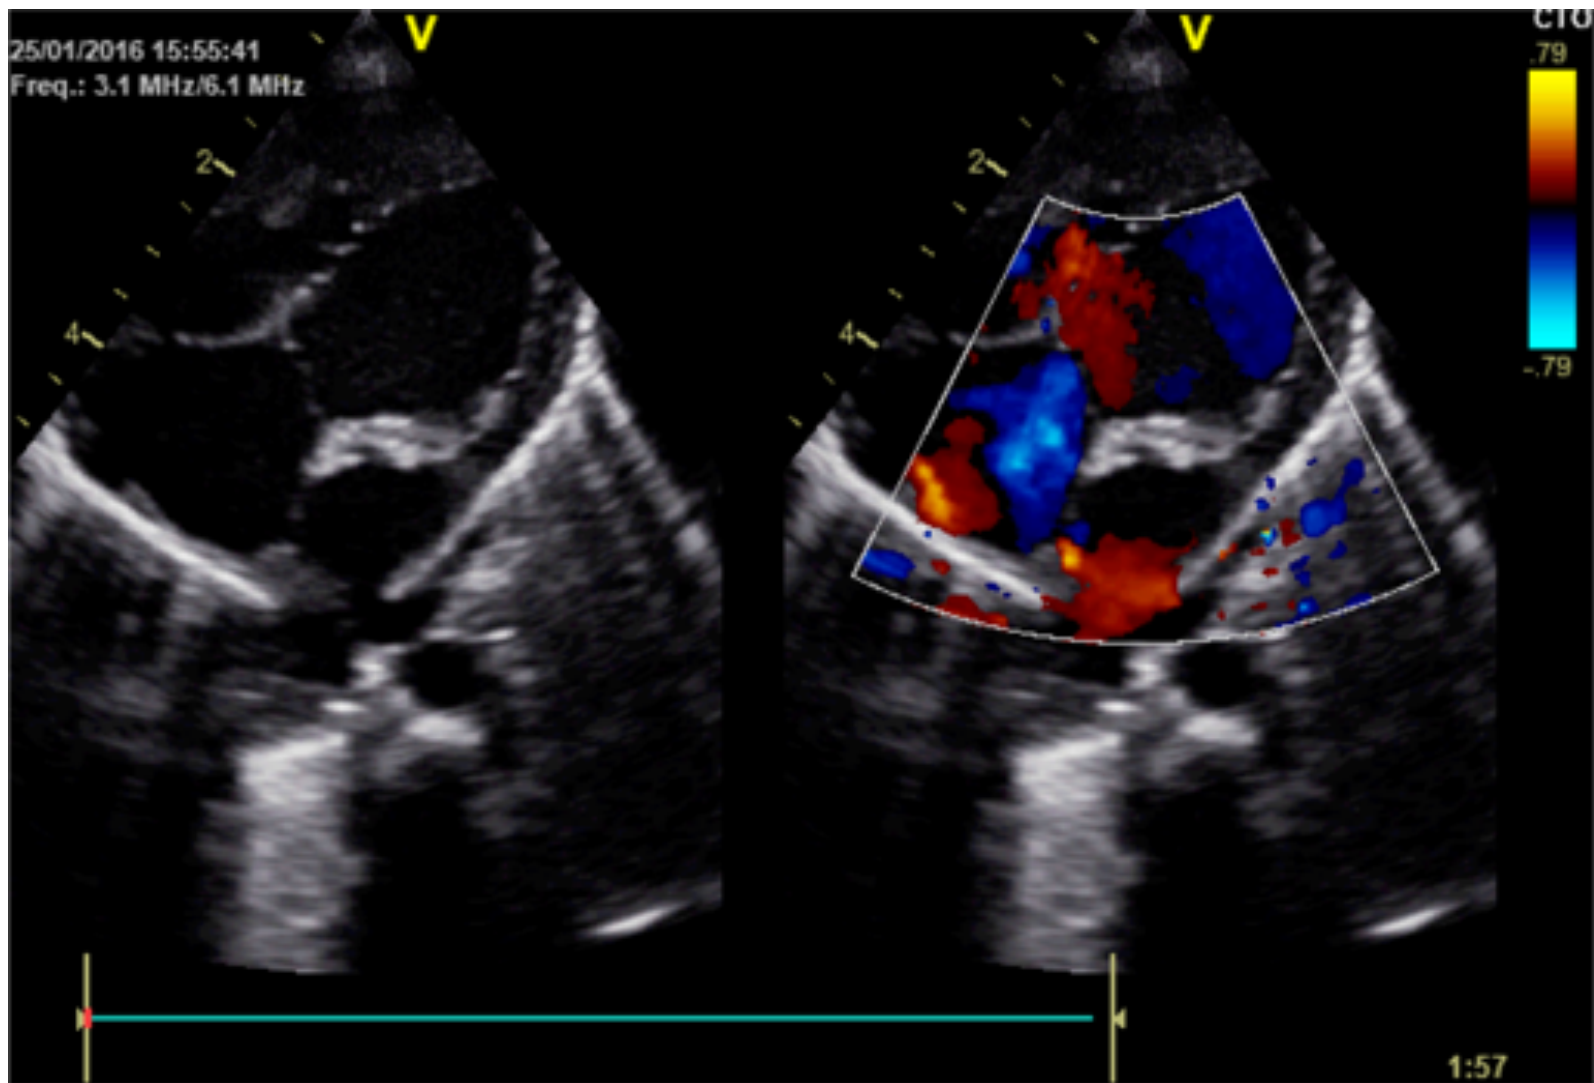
Aspect échocardiographique du ventricule à double entrée. Tête de flèche blanche : cavité accessoire ; tête de flèche noire : ventricule principal ; astérisque : foramen bulboventriculaire.
